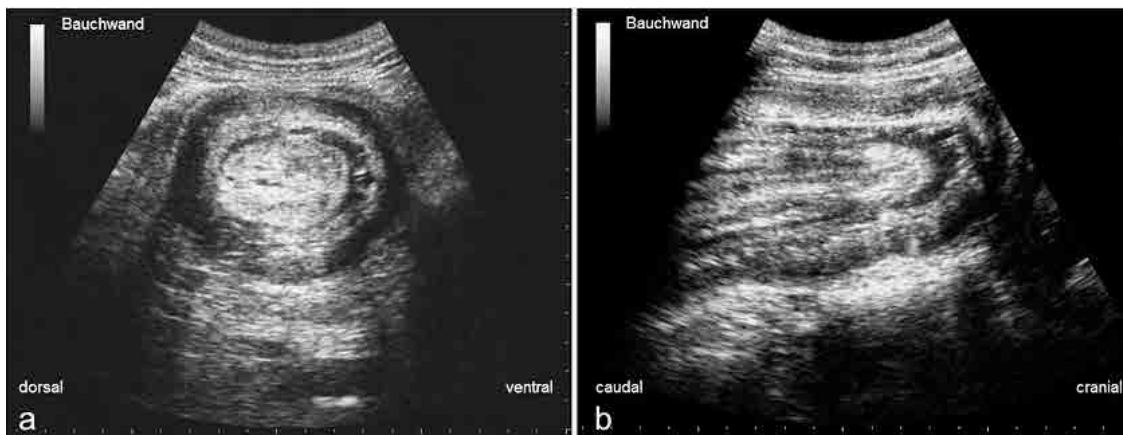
Ultrasonographische Befunde bei einem einjährigen Simmentaler Rind mit einer sicht- und palpierbaren, verschieblichen Masse im rechten ventralen Abdomen. Die im Querschnitt (2a) runde Masse zeigt eine mehrschichtige Struktur konzentrischer echofreier und echogener Ringe (zwiebelschalenartige Struktur). Im Längsschnitt (2b) besteht das längliche Gebilde aus echofreien und echogenen Gewebelagen (Sandwich-Struktur). Auf der rechten Bildseite ist das stumpfe Ende des eingestülpten Darmes dargestellt.
